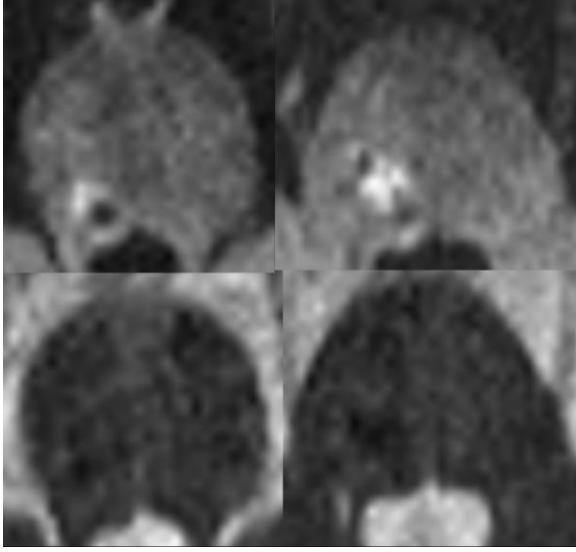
T1 (üst sıra) ve T2 (alt sıra) ağırlıklı MRG'lerde hipointens görünümde kanama ve çevresinde ödem.
